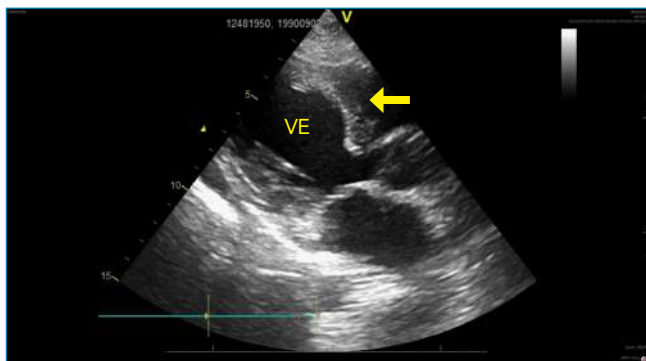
Ecocardiograma assinalando a discinesia com balonamento do ventrículo esquerdo.
